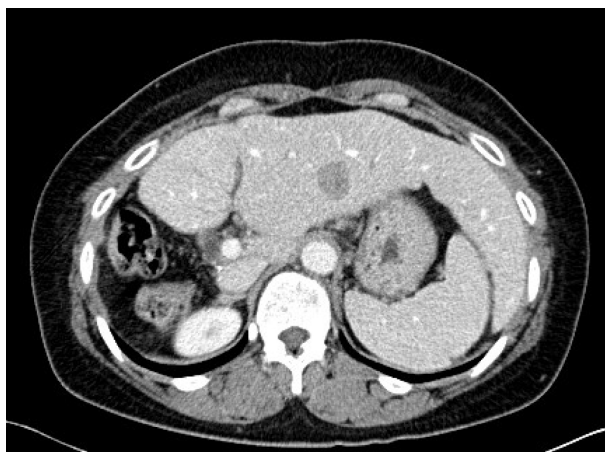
Abdomen CT at postop 12 months. A 2.1 cm sized nodule with early wash-out of contrast was newly developed in the S3.
